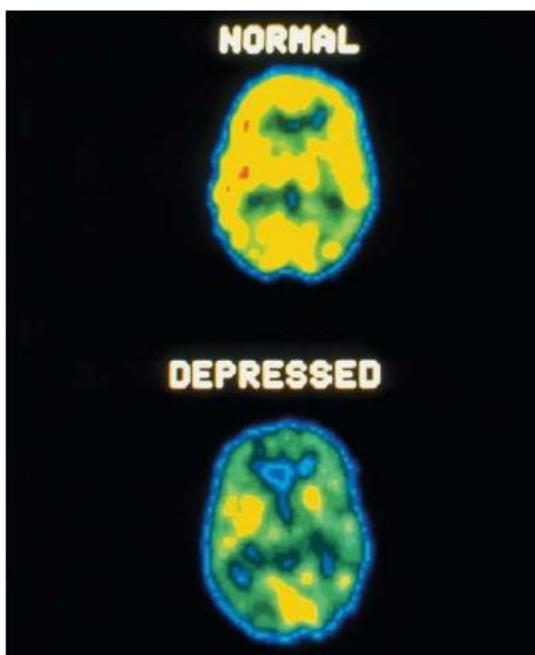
Imagem por PET *scan* de um padrão cerebral típico da depressão, em comparação com o padrão cerebral normal.
